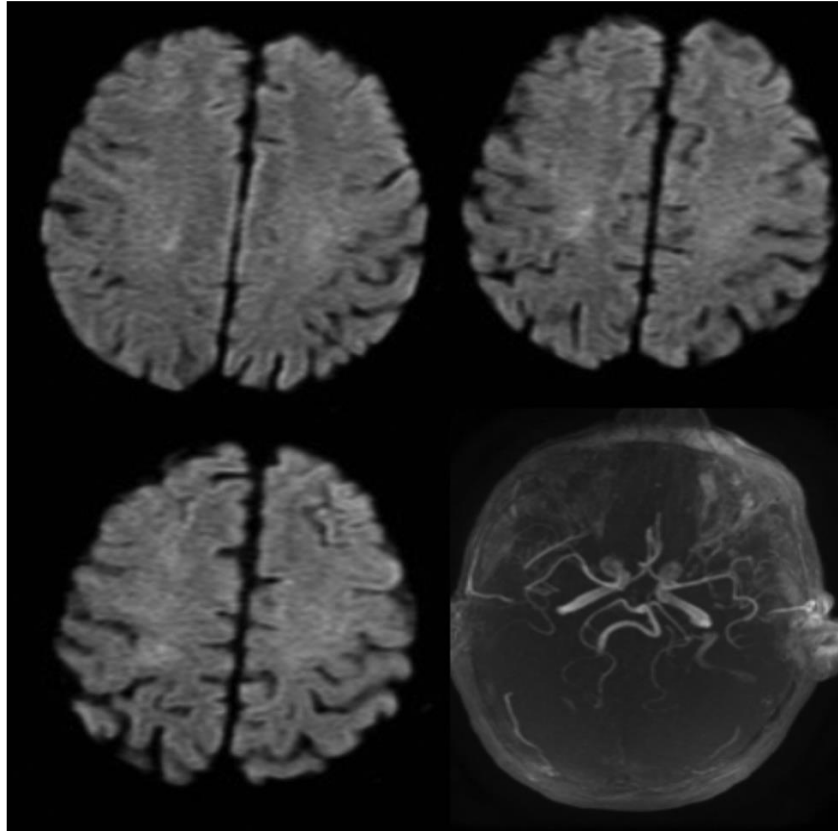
IRM cérébrale (DWI et 3DTOF) réalisée en phase aiguë.
